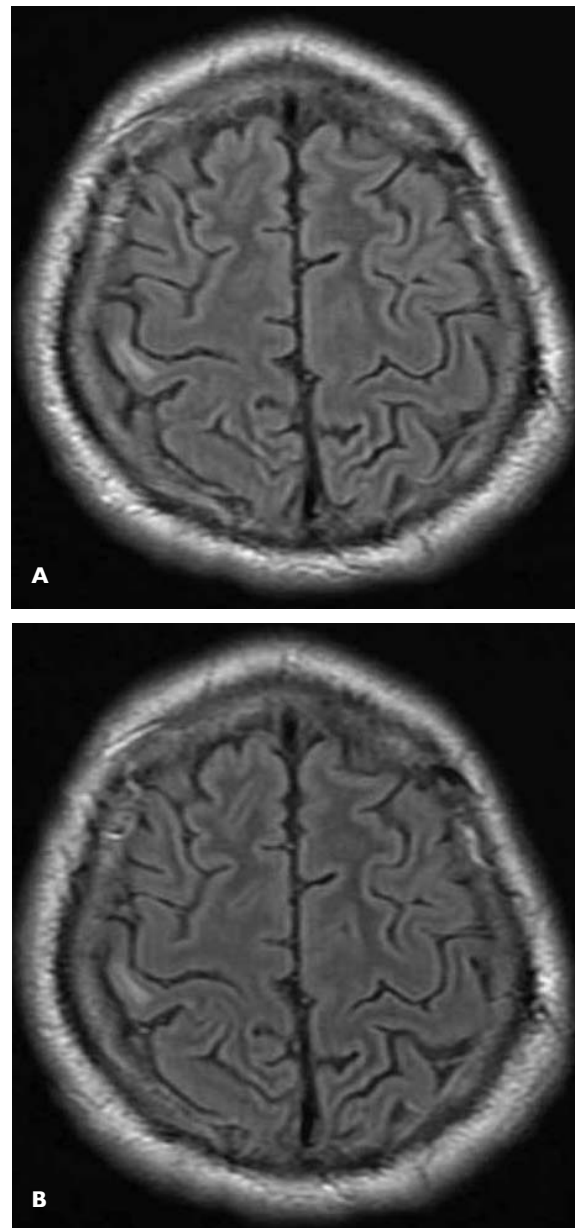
Imágenes sin cambios. A: se obtuvo en secuencia T2 FLAIR sin gadolinio. B: con gadolinio, no se identificó cambio alguno a la comparación.
